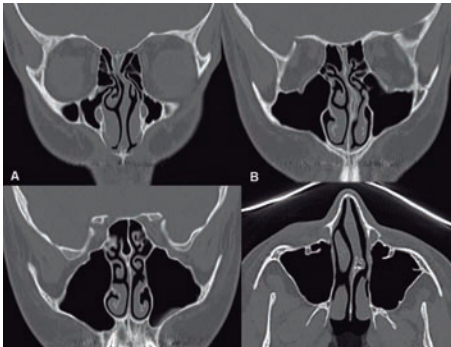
TC con reconstrucción MPR en coronal (A, B y C) y axial (D). Desviación septal, asociando hipoplasia del cornete ipsilateral y variante anatómica de inserción baja del seno esfenoidal.
